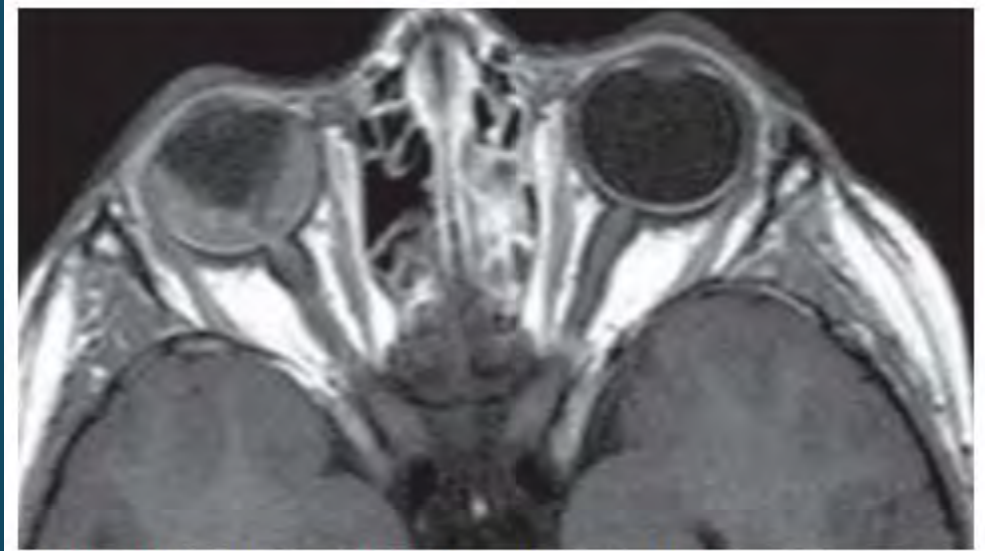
En la resonancia magnética nuclear se observa claramente la espacio subaracnoideo intracraneal con el espacio subaracnoideo alrededor del nervio óptico
